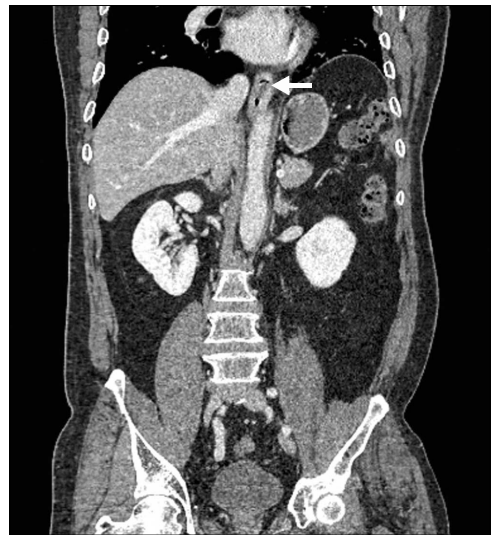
CT finding. A poorly enhancing mass (arrow) is observed within the lower esophageal lumen.
